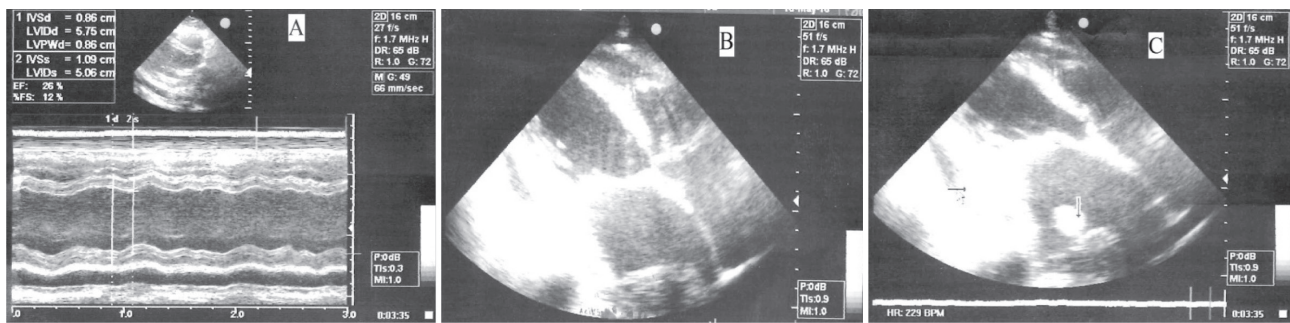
Transthoracic Echocardiographic images presenting an enlarged left atrium with a huge thrombus (5.9×3.5 cm) which was adherent to the posterolateral left atrial wall, partially obstructing the pulmonary veins (B). A distinct mobile part of thrombus, with ball – like formation, was also detected upon the previous huge thrombus (C). The contractility and functionality of the left ventricle was decreased with ejection fraction, EF ~25% (A). Furthermore, moderate collection of pericardial fluid was observed with about ~1.2-1.4cm in diastole at the posterior wall of the left ventricle and ~1.9cm at the anterior wall of the right ventricle without signs of pericardial tamponade.
